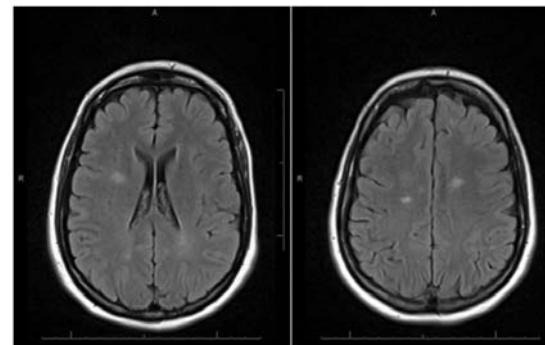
Case report patient brain magnetic resonance imaging (FLAIR sequences). Multiple hyperintense FLAIR lesions located radially in the white matter adjacent to the lateral ventricles, in the right semiovale centre and in the left juxta cortical frontal area.
